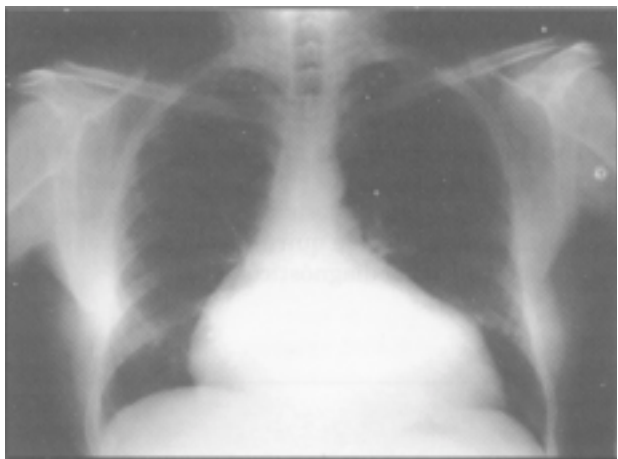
Radiografía de tórax anteroposterior que muestra cardiomegalia (índice C/T aumentado) observándose en el borde inferior izquierdo imágenes multilobuladas. Hipovascularización pulmonar.
